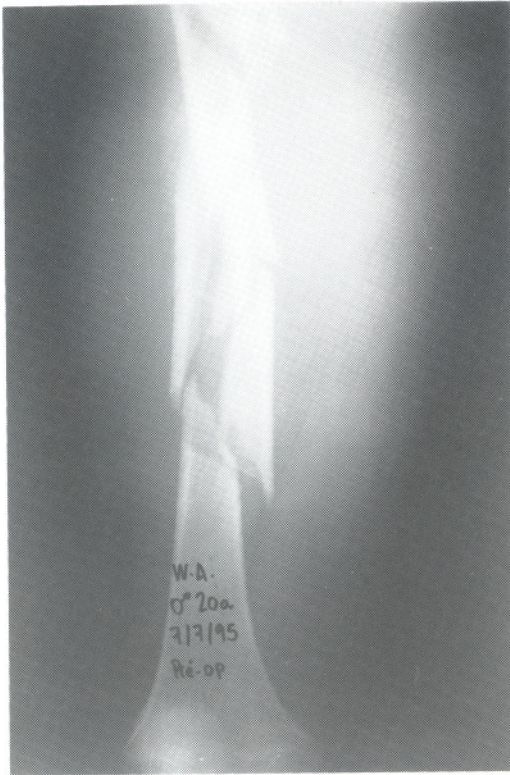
Placa-Ponte: radiografia em AP da coxa direita mostrando fratura diafisária cominutiva do fêmur (tipo C3).
